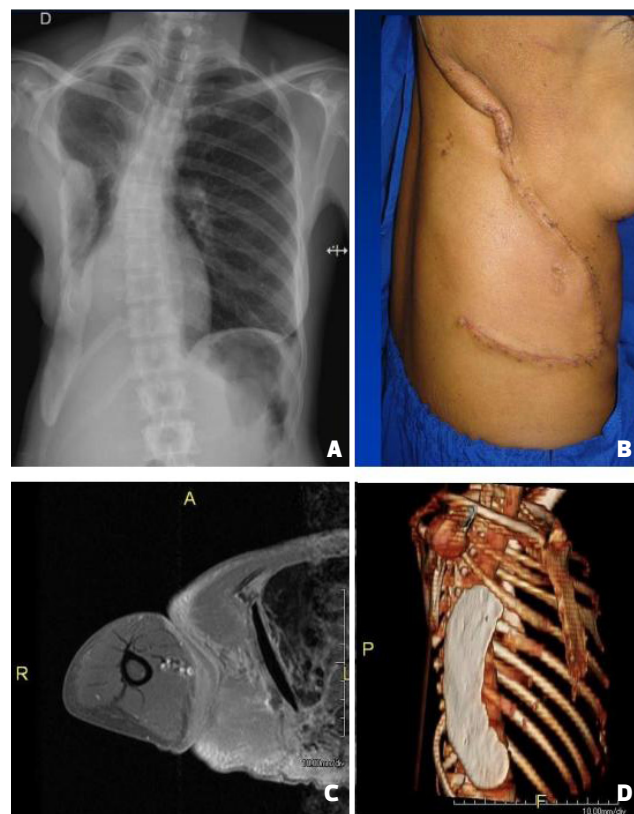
(A) Radiografia de controle, observar o cimento ósseo na parede torácica reconstruída; (B) Resultado no 30º dia de pós-operatório; (C) RMN pré-operatória; (D) RMN pós-operatória com a reconstrução com o PMMA.
